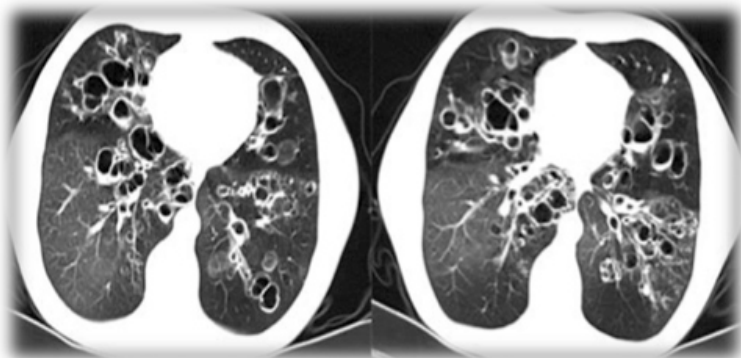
Ребенок А., 7 лет, СКТ выполнено через 4 года после перенесенной тяжелой формы БЛД: бронхоэктазы, утолщение стенок бронхов без наличия бронхиального секрета.
